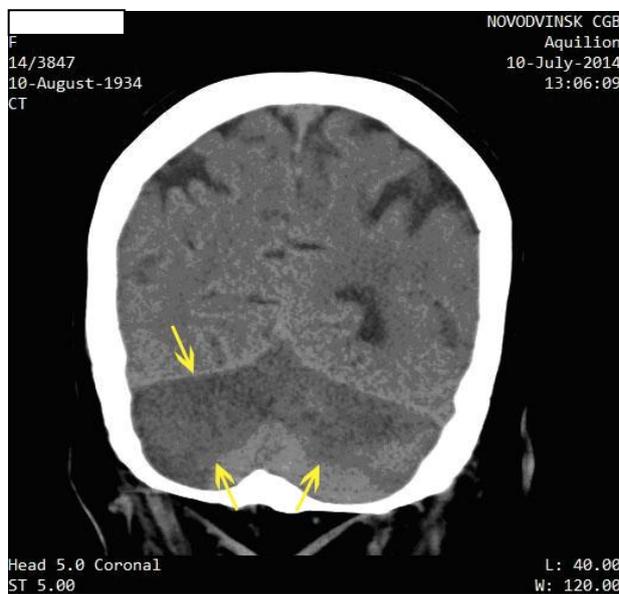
КТ головного мозга больной С. с очагом ишемии в ВББ.
